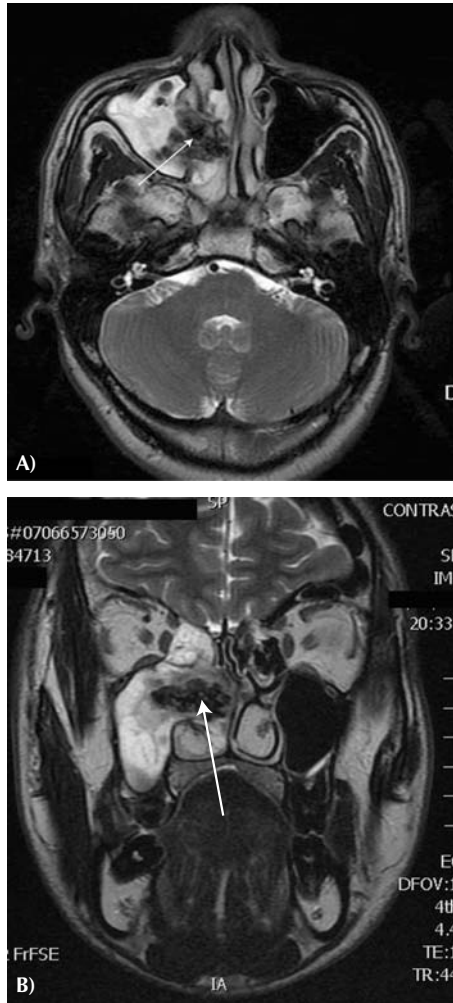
Examen IRM, en coupes axiale (A) et coronale (B), chez un patient présentant une sinusite maxillaire et ethmoïdale antérieure fongique. Sur la séquence pondérée en T2, on décrit une lésion hétérogène comportant une zone très hypo-intense (asignal en T2, flèches) expliquée par l'effet ferromagnétique secondaire aux ions métalliques contenus dans la matrice fongique. Cet asignal en T2 peut donner la fausse impression que le sinus est normalement aéré.
